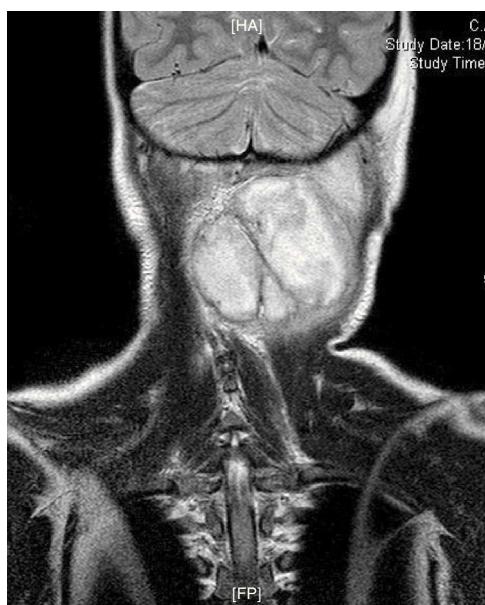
RM de cráneo: masa multiquística de localización cervical posterior izquierda que cruza línea media. Extensión craneocaudal 6,6 cm x 7,5 cm x 3,9 cm.
